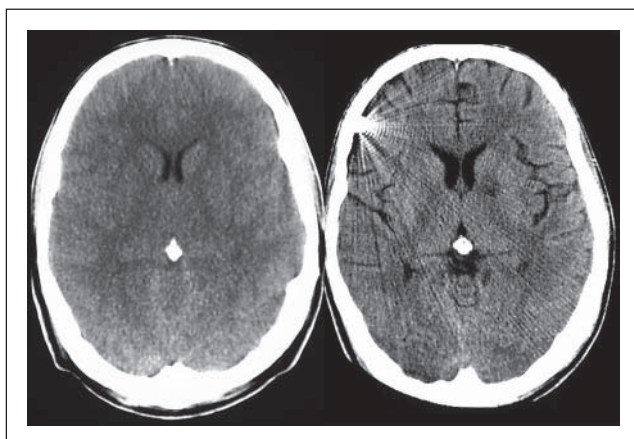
Effekte frühzeitiger Detoxifikation bei Ecstasy/Kokain-induziertem akutem Leberversagen und refraktärem Hirnödem. Eine Transplantation wurde aufgrund von Drogenkonsum abgelehnt. Der Vergleich kranialer Computertomographien vor (arterieller Ammoniakwert 318 µmol/l, linke Seite) und nach 4 Tagen kontinuierlicher Behandlung durch FPSA-Prototyp (Ammoniak < 50 µmol/l) zeigt eine völlige Rückbildung des Hirnödems mit Wiederherstellung der Grau-Weiß-Differenzierung und Normalisierung der inneren und äußeren Liquorräume (Nachdruck mit Genehmigung vom Springer-Verlag aus: [18]).
